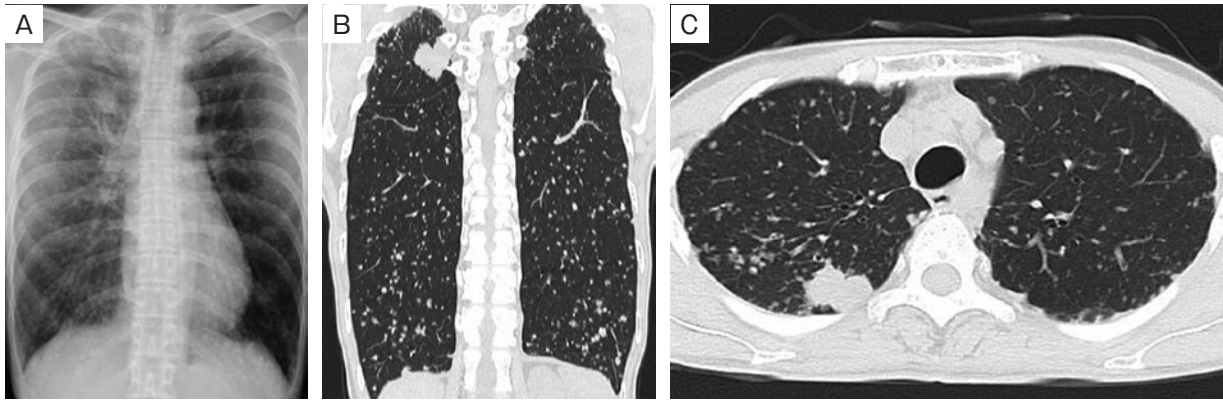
初診時画像所見. (A) 胸部単純X線写真. 右上肺野に辺縁不整の結節影を認め、両肺野に多発粒状影を認めた. (B) 胸部CT (冠状断), (C) 胸部CT (体軸断). 右肺上葉S<sup>2</sup>に長径27mmの結節を認め、両肺野でびまん性に多発する大小不同の粒状影を認めた.
